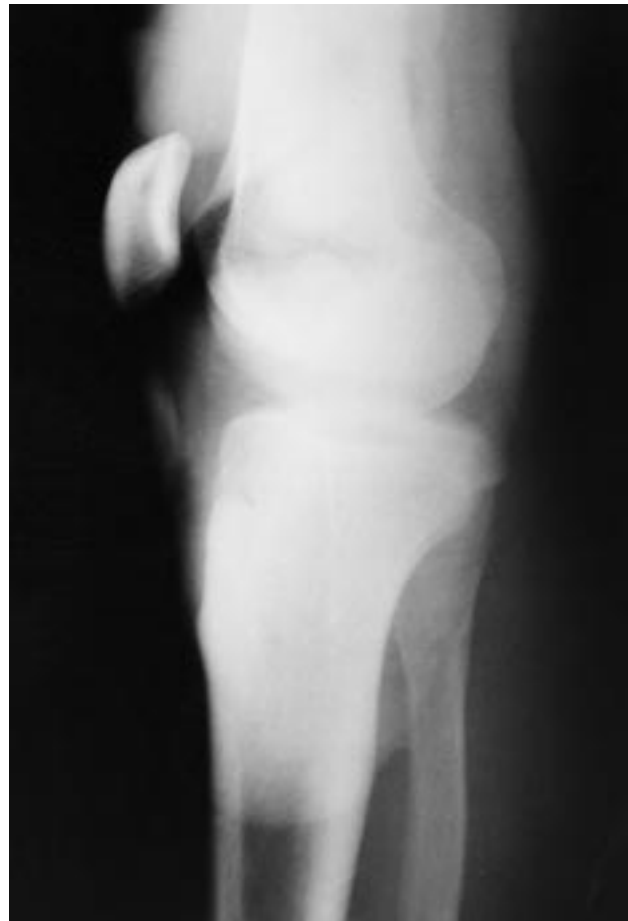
Radiografía lateral de la rodilla. Presenta desplazamiento anterior de la extremidad proximal del peroné.
